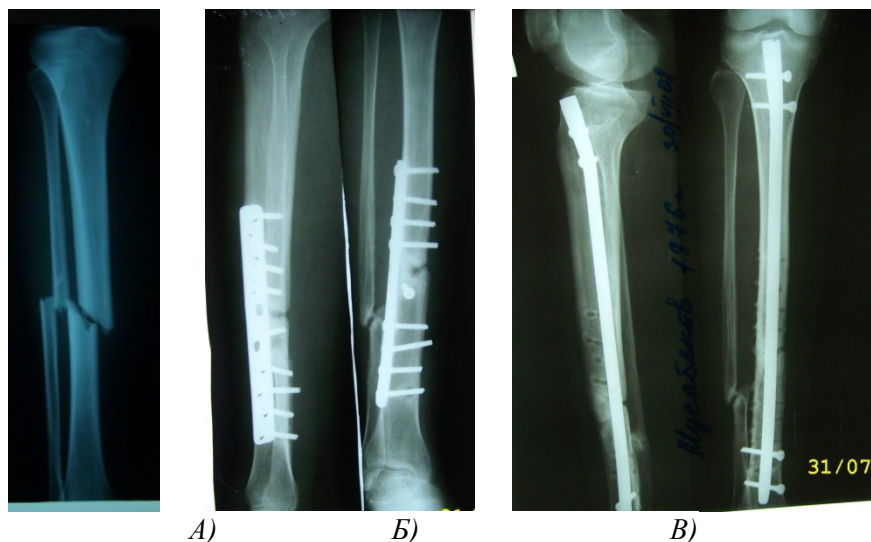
Рентгенографии больной М.
